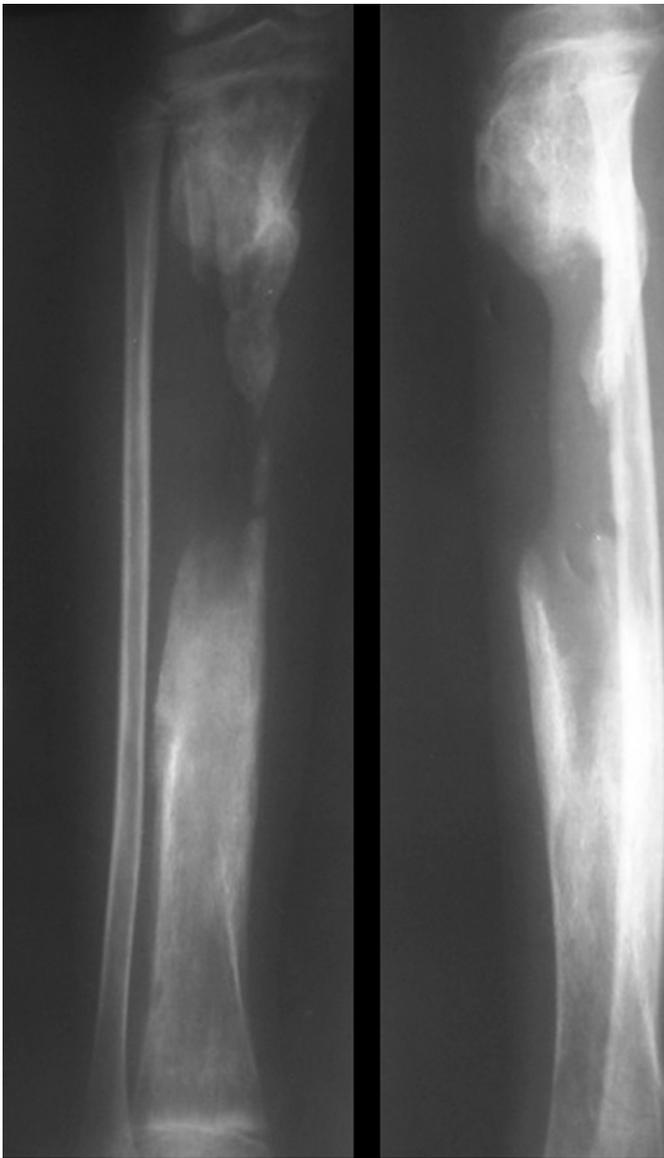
Radiografia da perna direita: defeito ósseo importante após limpeza cirúrgica e sequestrectomia.
